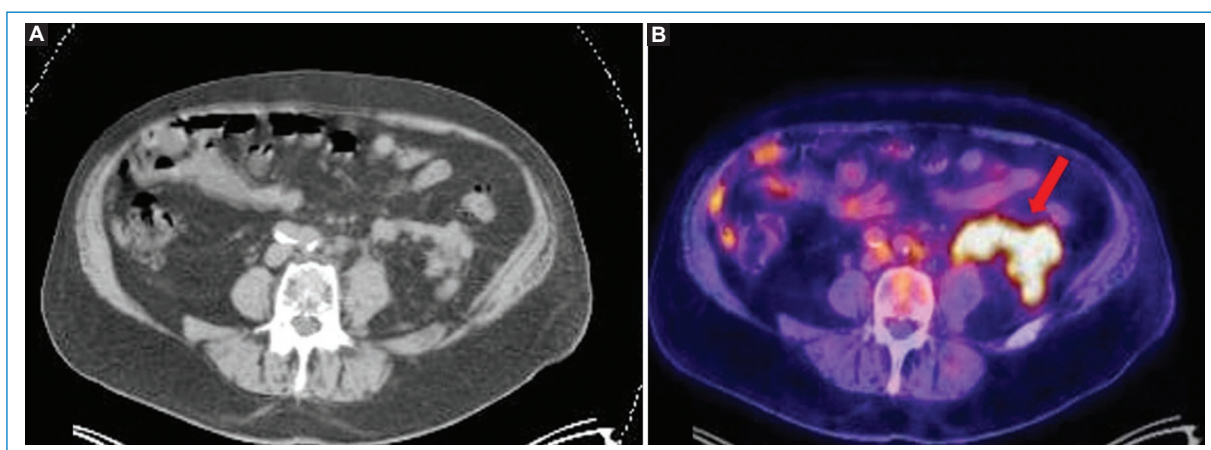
Varón de 74 años con diagnóstico de linfoma no Hodgkin difuso de células B en recaída, con LP. Imágenes axiales de TC (A) y fusión PET-TC (B) que evidencian engrosamiento nodular del peritoneo y de la fascia pararenal anterior, con aumento de consumo de 18F-FDG (flecha).
